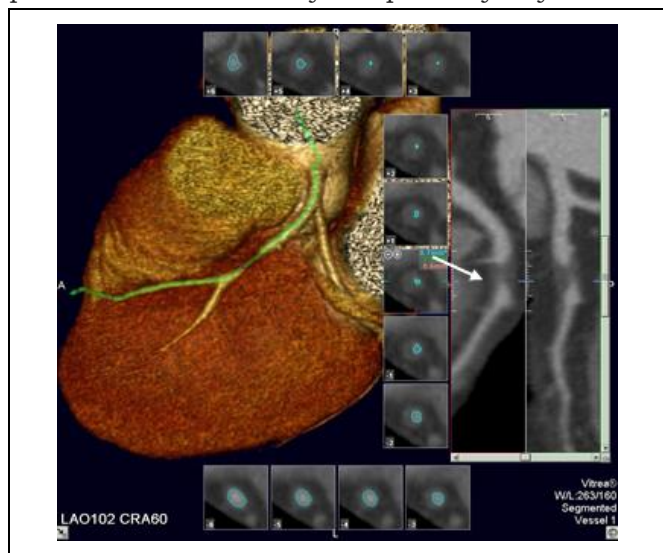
МСКТ-коронароангиография.
